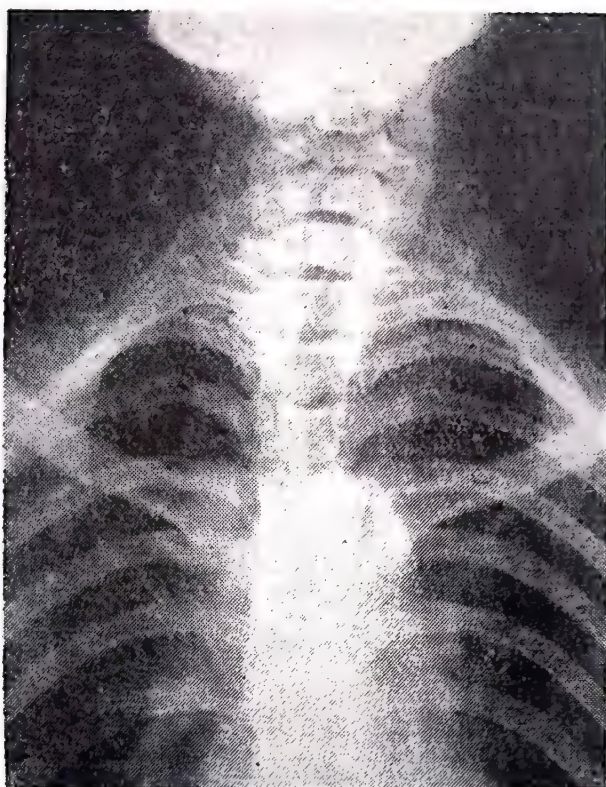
Aspect radiografic în coasta cervicală (sindrom bilateral).
